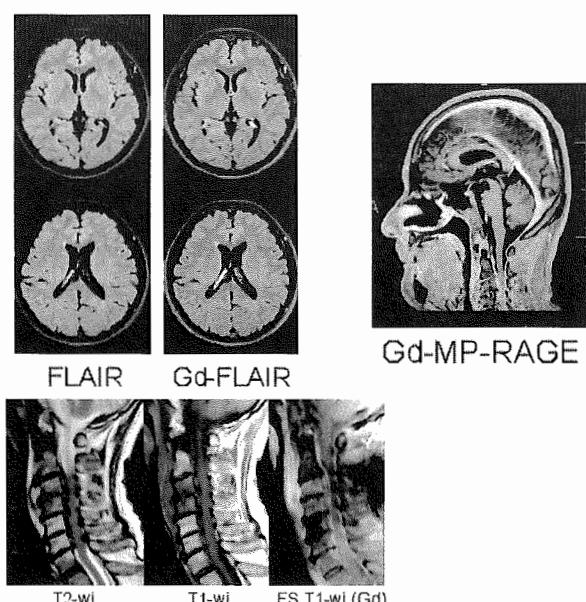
58歳男性不明熱。頭部 MRI (造影前後) にて髄膜病変を指摘することはできない(2-a)。3D で撮影された MP-RAGE においてはC3頸椎レベルにおける椎体周囲の濃染像が疑われた(2-b)。後に施行された椎体の MRI でも同部における感染症が確認された(2-c)。
